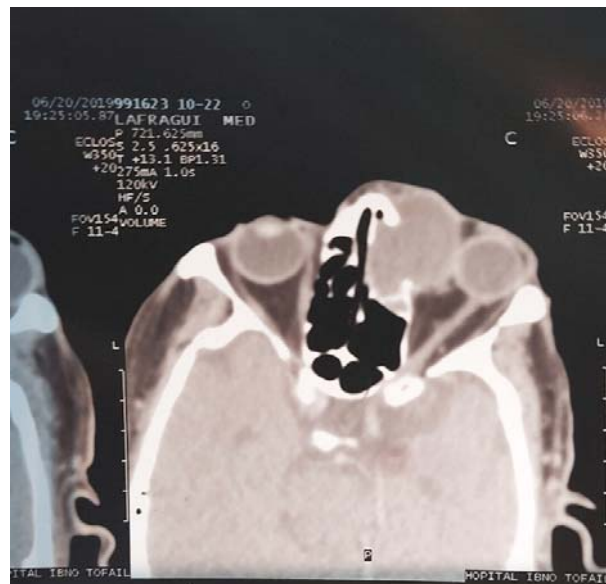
TDM cérébrale coupe axiale après injection de pdc visualisant une formation kystique supra et endo orbitaire interne gauche en faveur d'une mucocèle frontale gauche.
